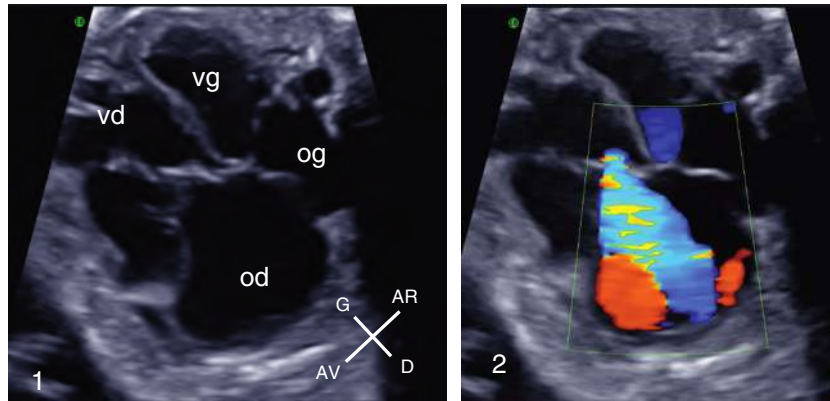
Dysplasie valvulaire tricuspide. *En 1*, l'oreillette droite (od) est très dilatée et déplace l'axe du cœur vers la gauche. *En 2*, en Doppler couleur la fuite tricuspide est massive et emplit la majeure partie de l'oreillette droite. og : oreillette gauche; vd : ventricule droit; vg : ventricule gauche.
